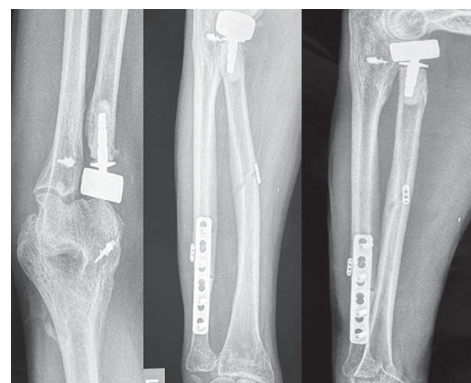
Рентгенограммы верхней конечности через шесть месяцев после операции
